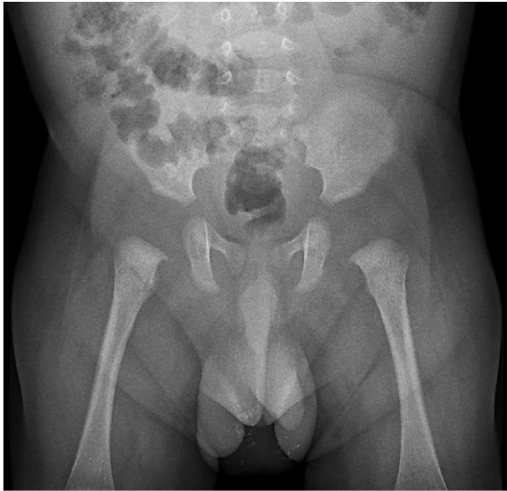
Radiografía simple de abdomen que muestra múltiples calcificaciones intraescrotales bilaterales.
